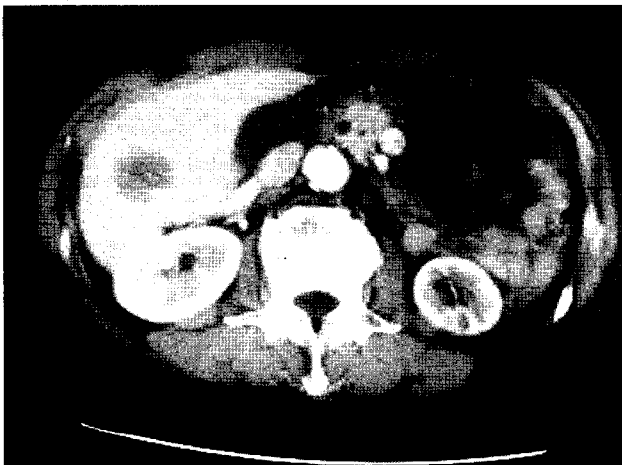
Postoperative CT scan shows a metastatic mass of the liver.
